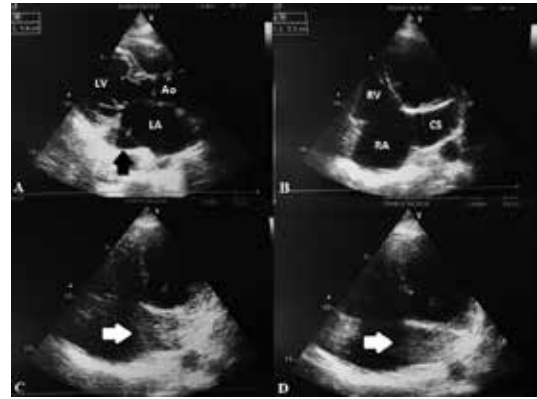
Transthoracic echocardiography parasternal long axis view (Panel A, black arrow) and apical view (Panel B) showing dilated coronary sinus and coronary sinus opacification before right atrium after agitated saline injection from both right and left arm (Panel C-D, white arrows) (LA: left atrium, LV: left ventricle, RA: right atrium, RV: right ventricle, CS: coronary sinus).
